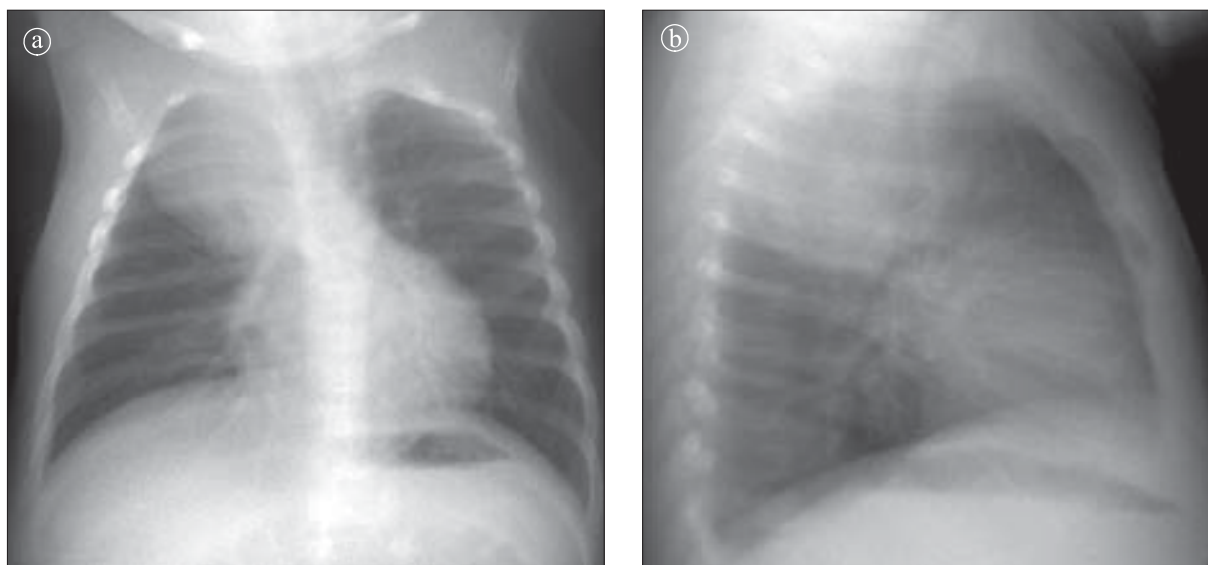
Neuroblastom. Radiografie AP și LL drept. Opacitate paravertebrală dreaptă, ovalară, situată în mediastinul postero-superior.
